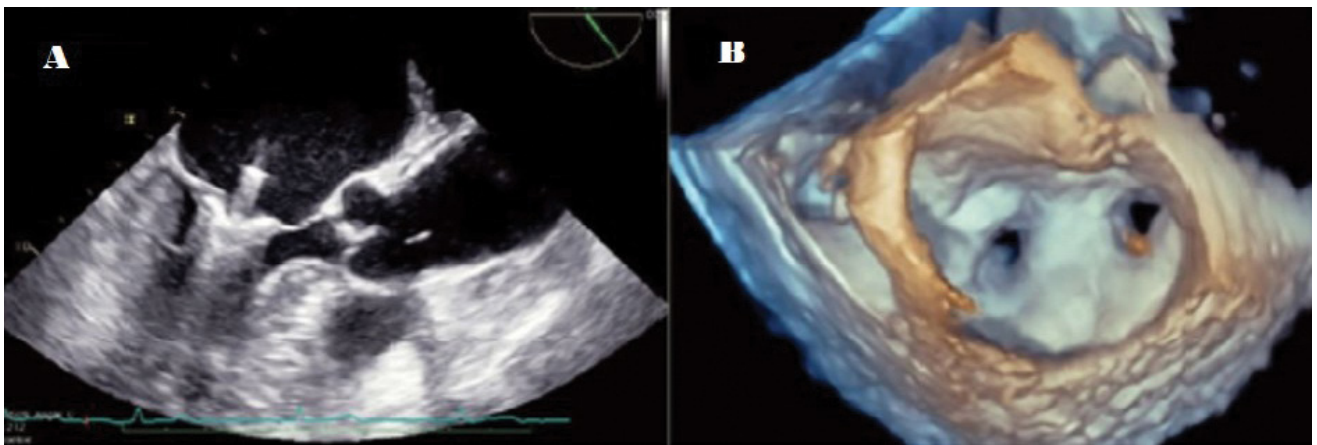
A) Después de entrar en el ventrículo izquierdo, el clip se tira lentamente hacia la válvula mitral y sujeta las valvas. B) El ecocardiograma transesofágico, en la vista del cirujano demuestra el doble orificio de la mitral luego de colocado el Clip.
